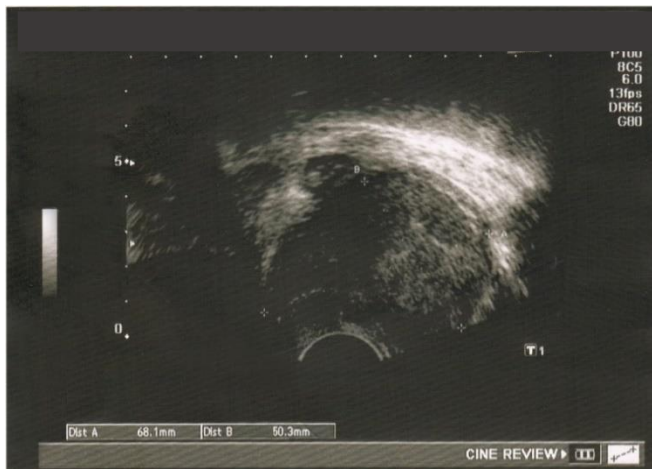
Präoperative Sonographie eines undifferenzierten uterinen Sarkoms
